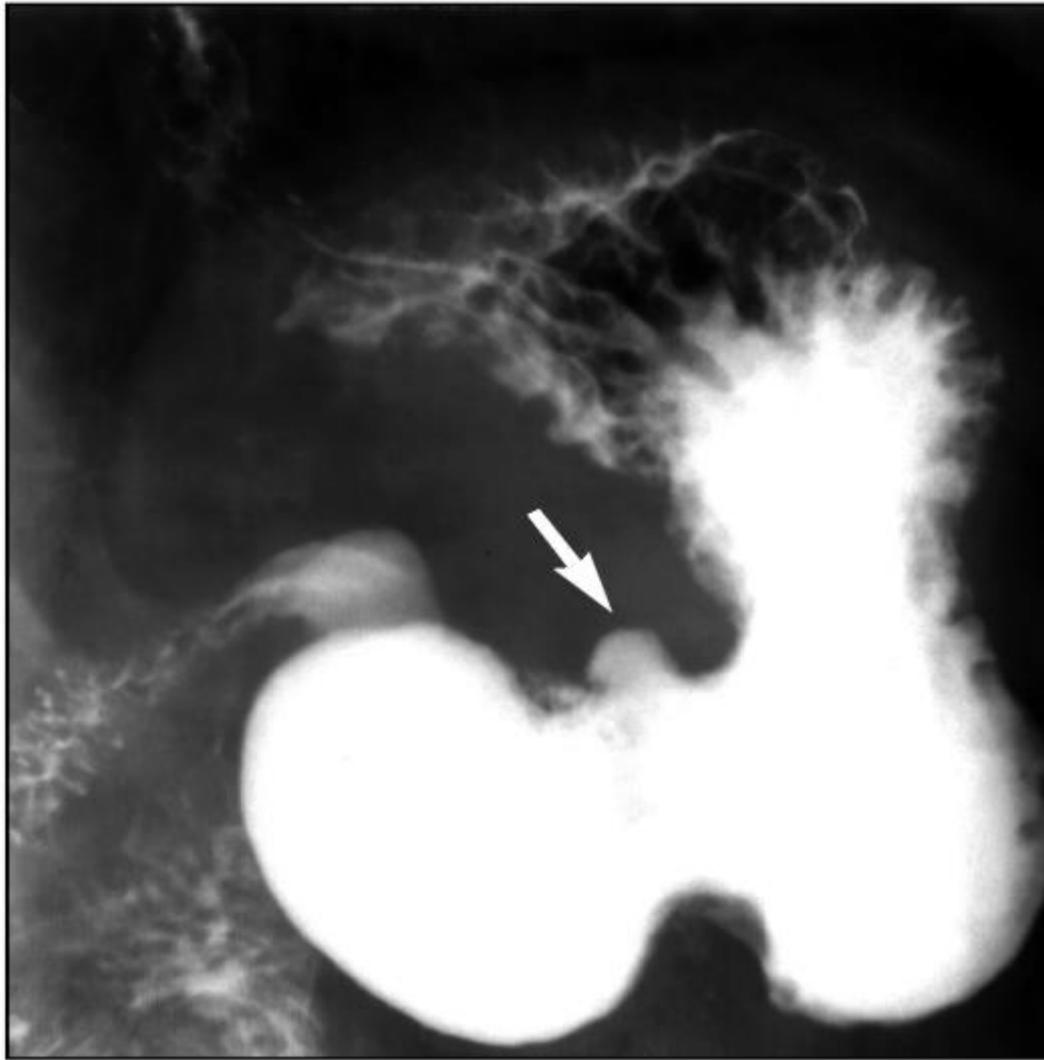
Рентгенограмма желудка. Каллезная язва антрального отдела желудка (стрелка)
